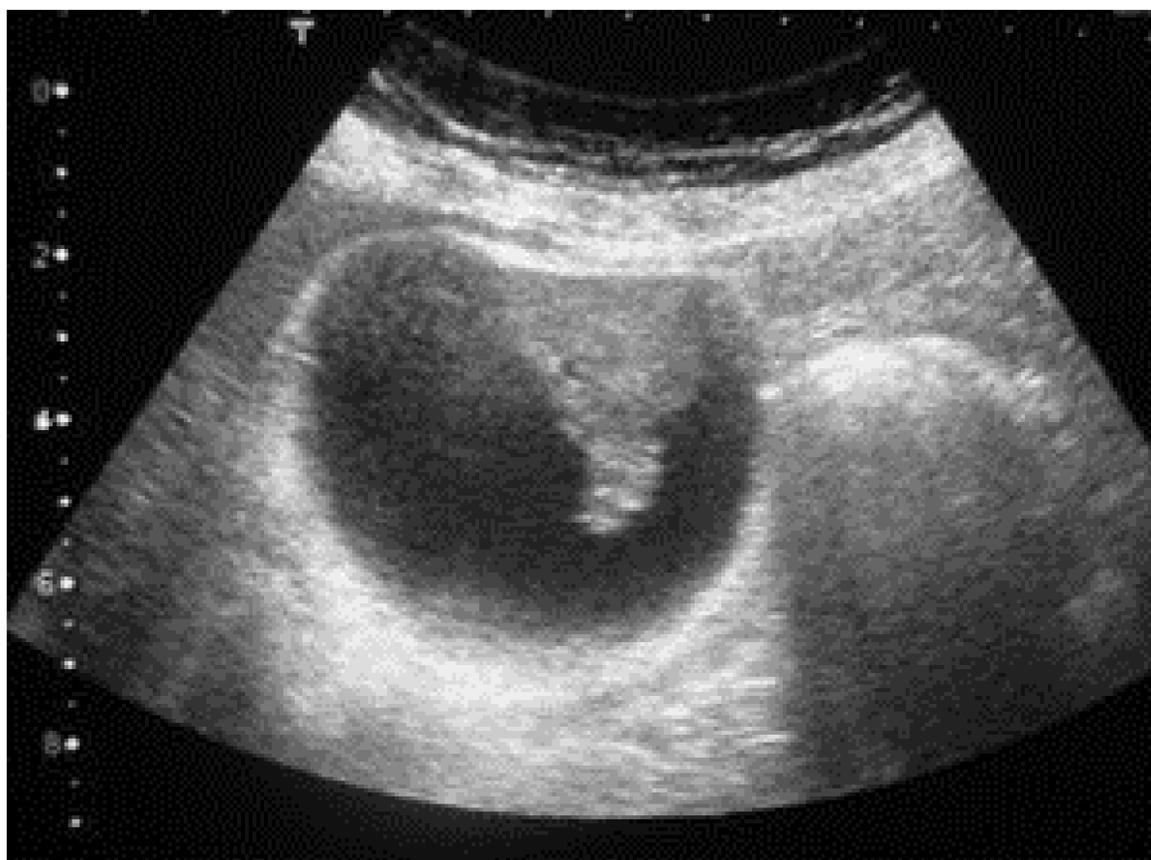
Ecografía abdominal donde se observa una formación polipoidea de 15 mm aprox. sospechosa de malignidad.
